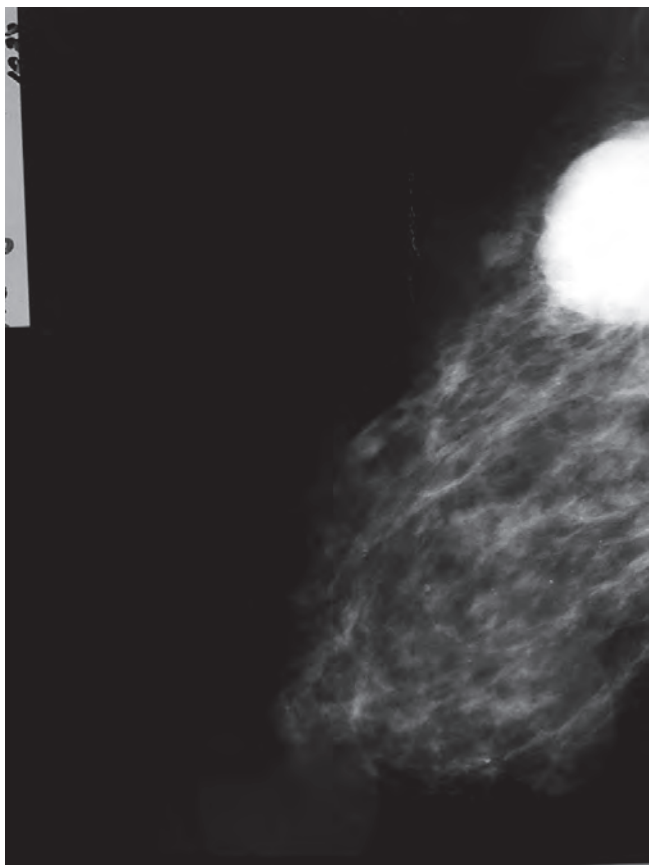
Рентгенография правой молочной железы. В верхнем наружном квадранте узел до 6 см, округлый, с относительно четкими контурами
